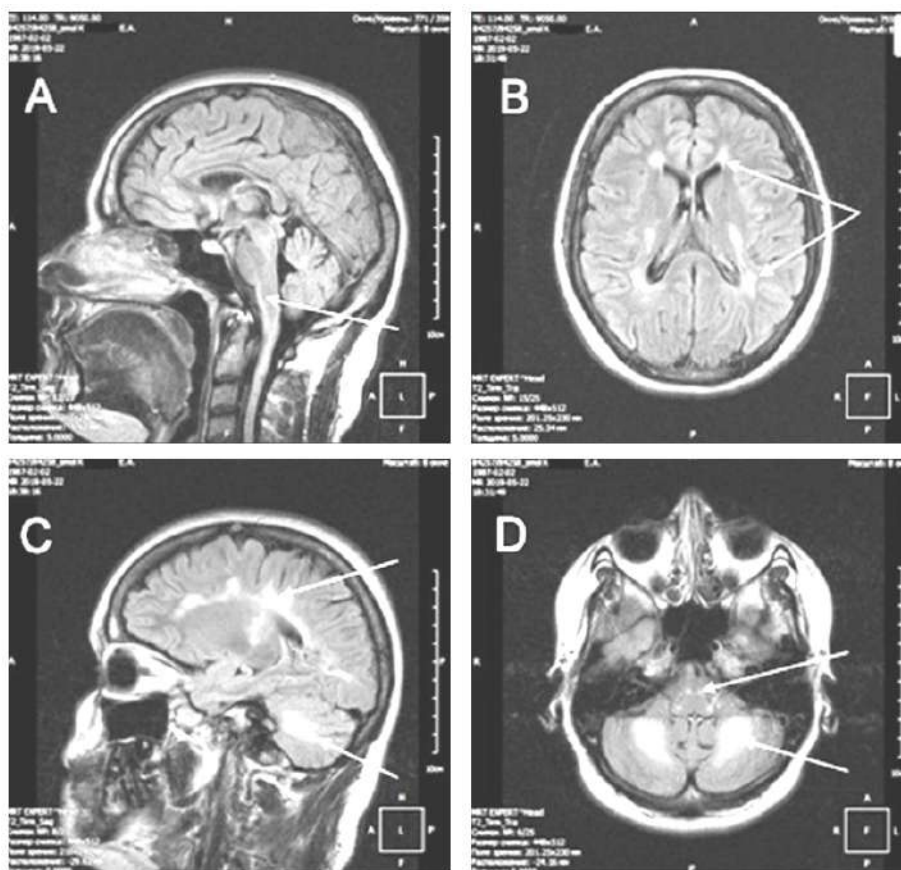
Brain MRI of the female patient K.E.A., performed on 22.05.2019 with magnetic flux density of 1.5 T in T2 FLAIR mode (so called diminished signal from the cerebrospinal fluid). A – sagittal section, the white arrow indicates the lesions of the rostral parts of the brain stem. B – axial section, the arrows indicate symmetrical paraventricular foci with no damage of U-shaped fibers. C – sagittal section, the arrows indicate foci in the cerebellar radiant crown. D – axial section, the arrows indicate symmetrical foci in the cerebellum, and typical signal change from the pyramids as well
